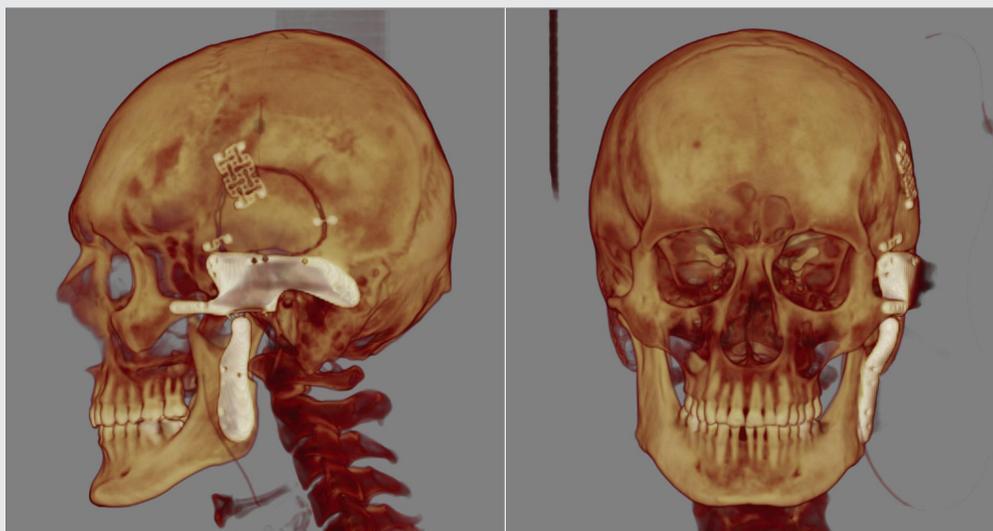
Компьютерная томограмма после хирургического лечения
